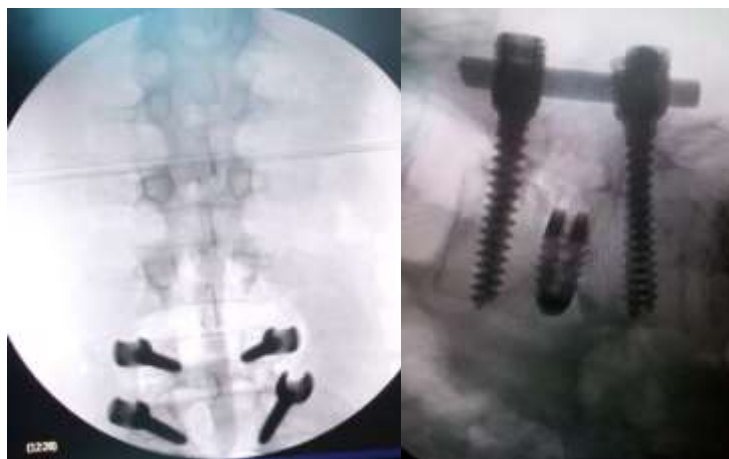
Результаты лечения. Послеоперационная КТ
